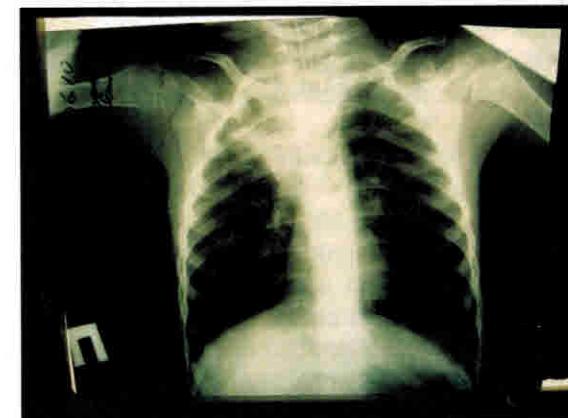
Рентгенограмма после лечения остеопата (через 20 мин)
